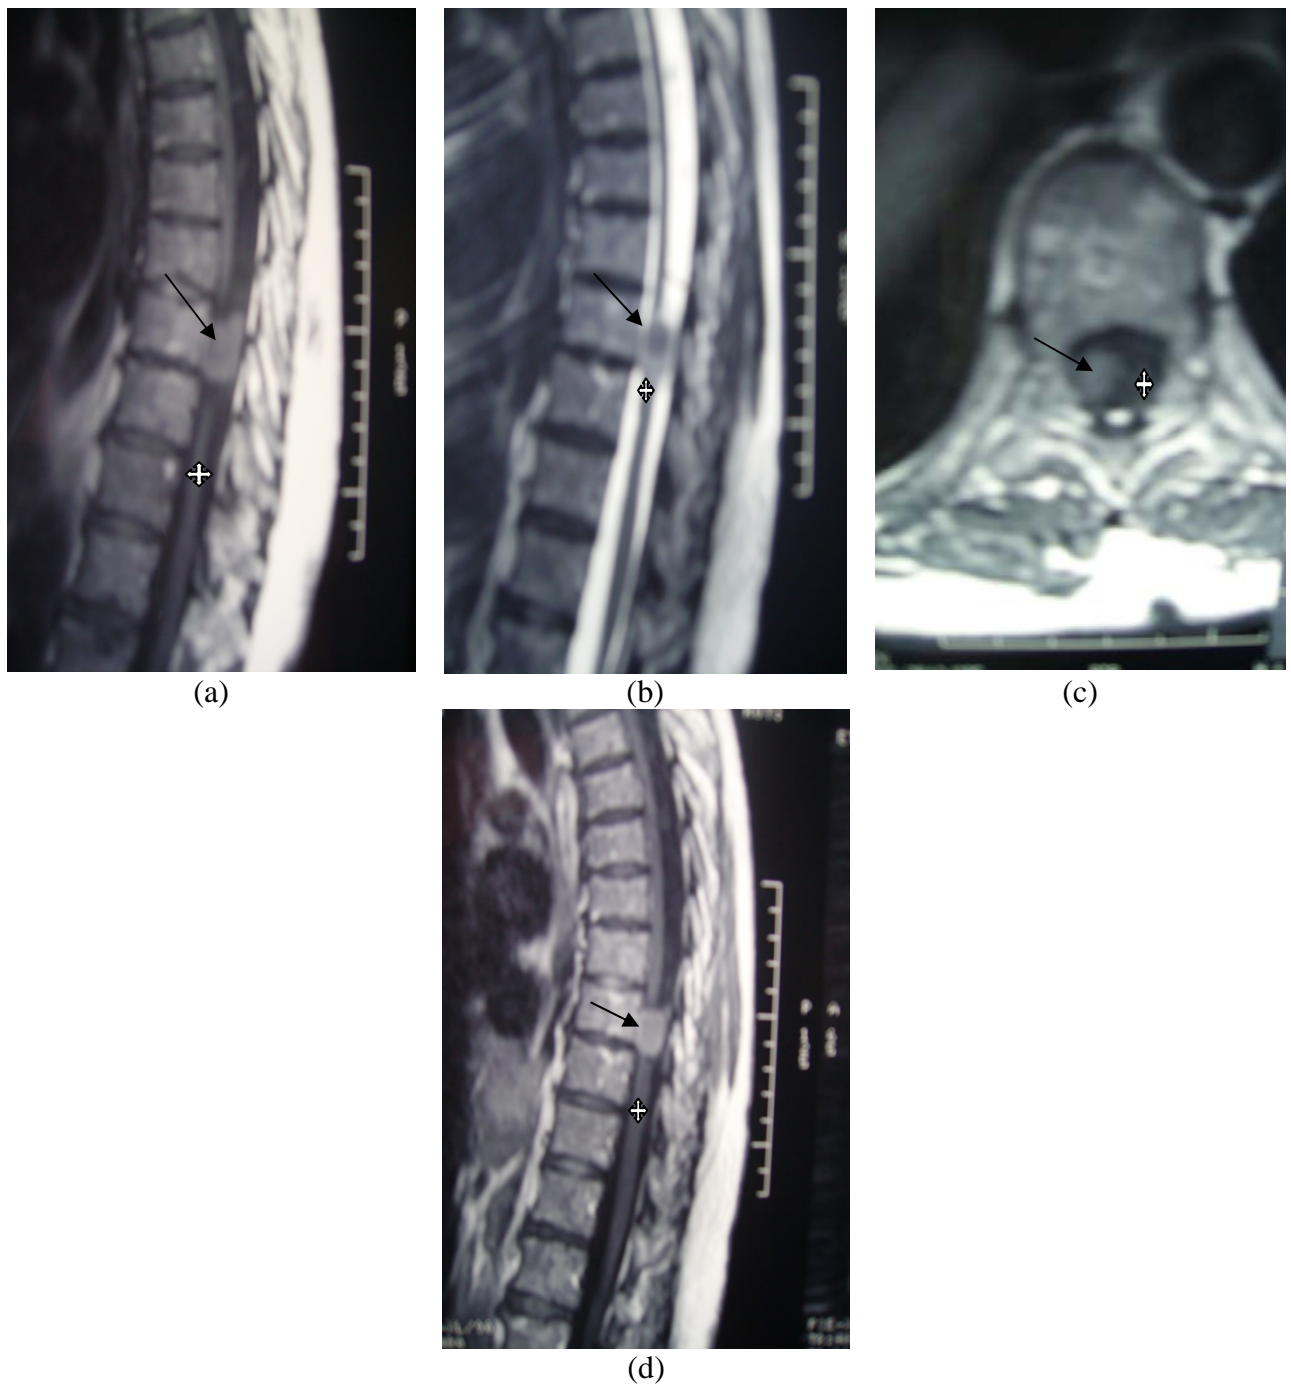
IRM rachidienne sans injection de gadolinium en coupes sagittales en séquence T1 (a), T2 (b) et axiale en séquence T1 (c) ; et avec injection de gadolinium en coupe sagittale en séquence T1 (d), montrant un méningiome (flèche) refoulant la moelle épinière (étoile) dorsale.
